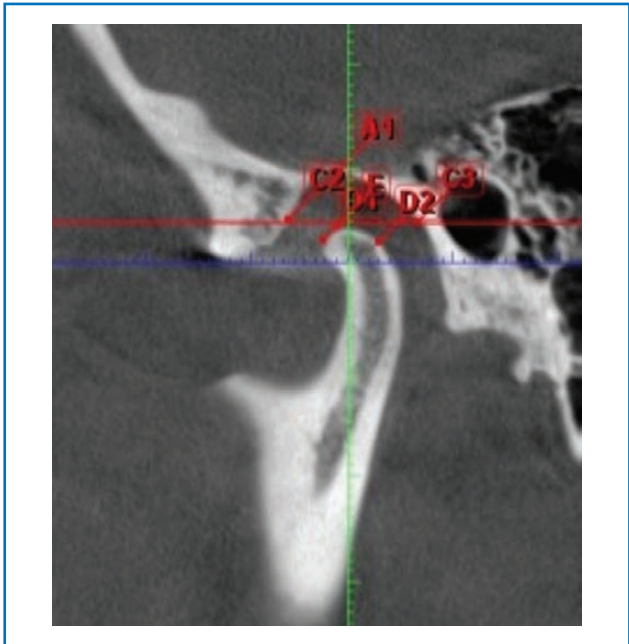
КТ скронево-нижньощелепного суглоба, маркерні точки
